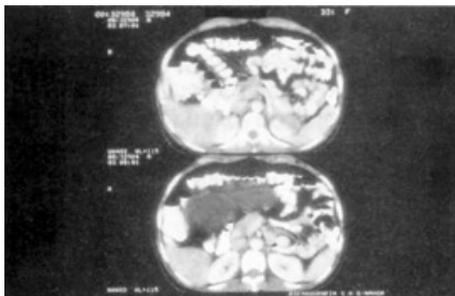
Tomografía abdominal del paciente.
